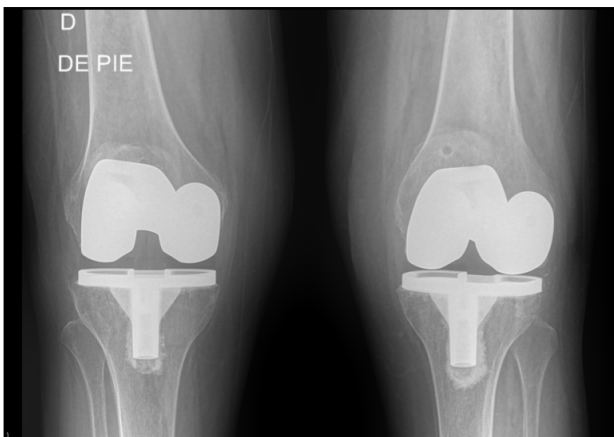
Radiografía anteroposterior postoperatoria tras artroplastia total de rodilla con alineación mecánica y prótesis cementada modelo Sigma™ (DePuy, Synthes/Johnson & Johnson, Warsaw, IN, EE. UU.).
